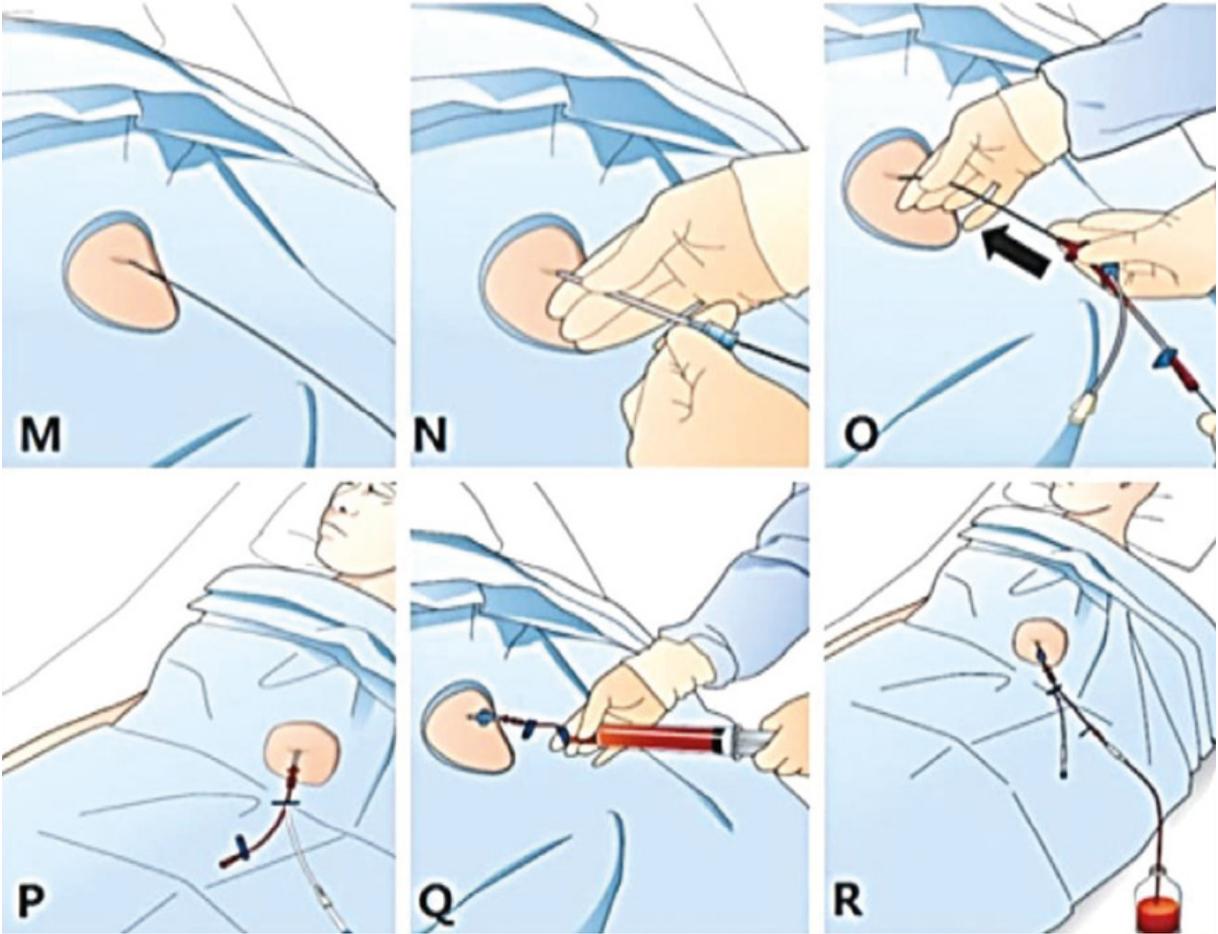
Pericardiocentesis. Paso a paso a correlacionar con texto. Imagen tomada del artículo: Jung HO. Pericardial effusion and pericardiocentesis: role of echocardiography. Korean Circ J. 2012;42(11):725-734. <https://www.doi.org/10.4070/kkj.2012.42.11.725>
